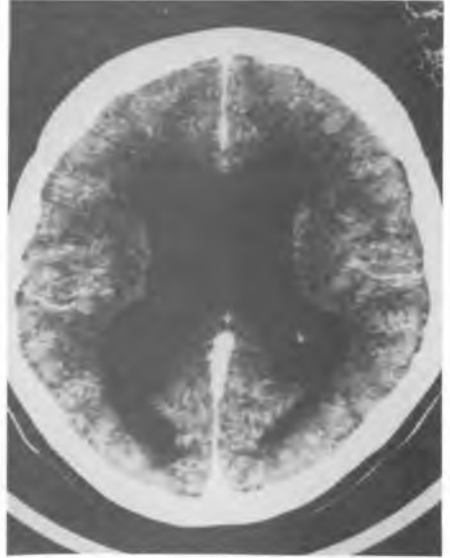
Chora G. K. lat 12. Kontrola TK w 14 miesięcy po urazie czaszki i drenażu. Jama porencefaliczna lewej okolicy czołowej komunikująca z rozszerzonym rogiem o charakterze zanikowym. Poszerzone bruzdy korowe tej okolicy i przeciągnięcie rogów czołowych w stronę lewą.
